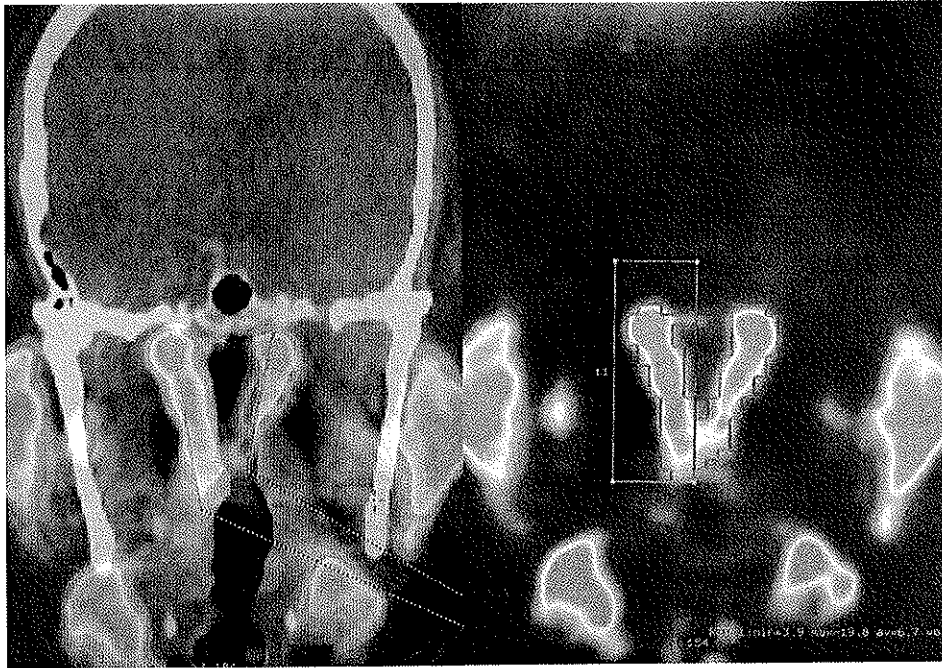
Derecha: Medición de longitud cráneo caudal de glándula tubarial. Izquierda: Medición de SUVmax.
